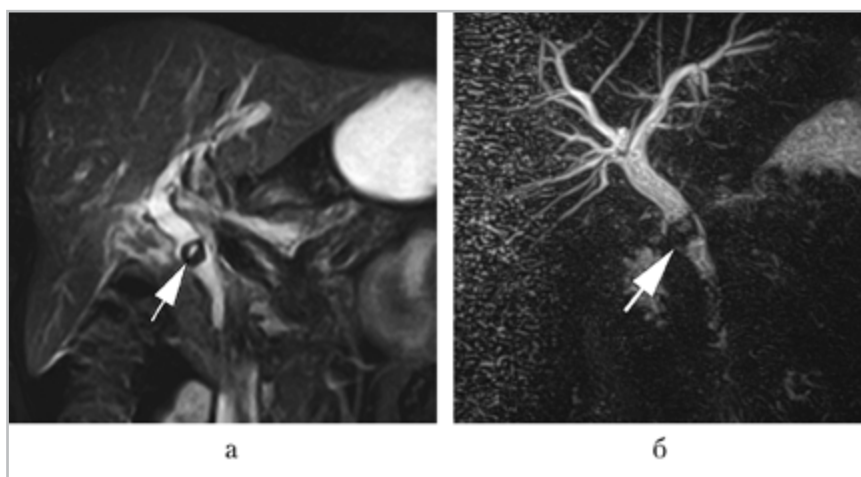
МР-томограммы брюшной полости, T2-ВИ с подавлением сигнала от жира во фронтальной плоскости (а) и МРХПГ (реконструкция по максимальной интенсивности) (б) — в холедохе определяется гипоинтенсивная структура — обтурирующий конкремент (стрелки), вышерасположенные желчные протоки расширены (билиарная гипертензия)
